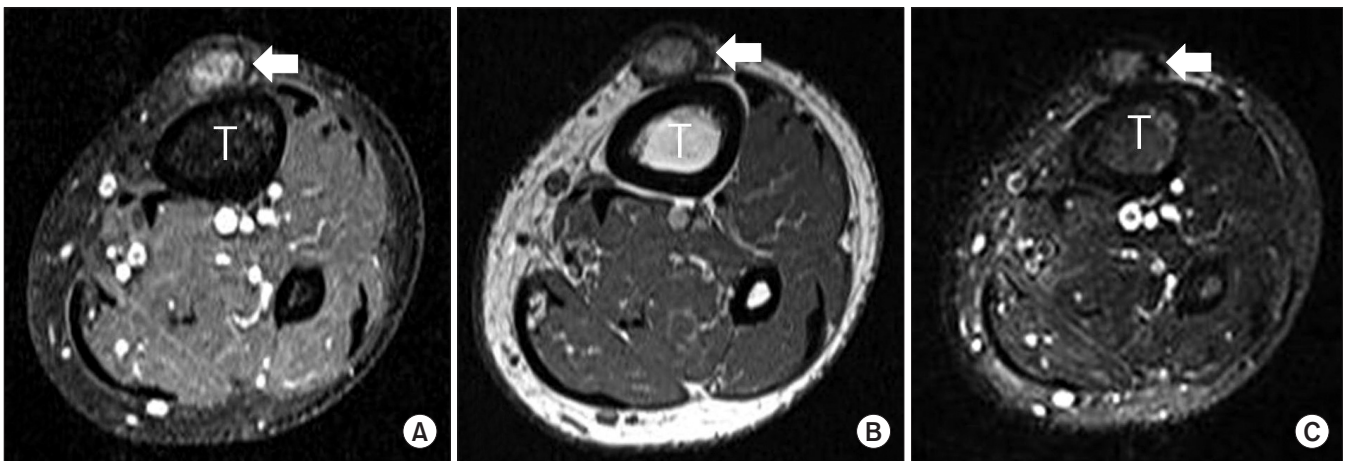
Magnetic resonance imaging findings. T: tibia, arrow: mass lesion. (A) Axial spin-echo T1-weighted image after contrast injection shows a focal hypointense area, findings that represent the blurring effect from hemosiderin. (B, C) Axial T1- and T2-weighted images show the localized intermediate signal intensity soft tissue mass at the same level.
